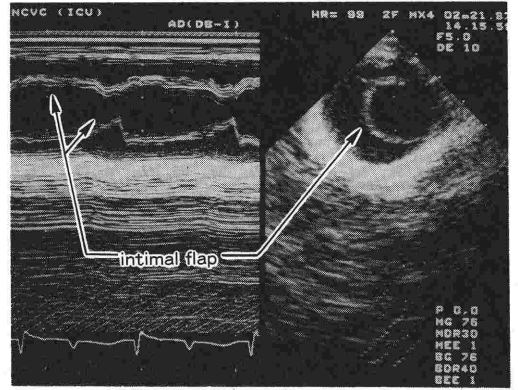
胸部大動脈解離。その短軸像で解離片が明らか(右)。左はそのドットの線で示したビーム方向でのMモード心エコー図。
